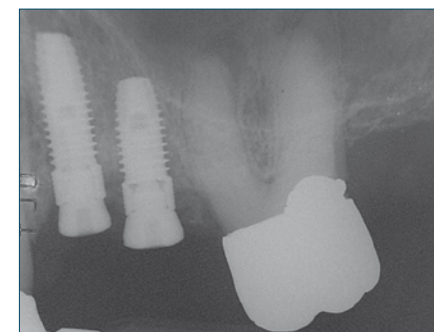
Radiografia periapicale alla fase chirurgica dopo il posizionamento di impianti in posizione 14 e 15.
